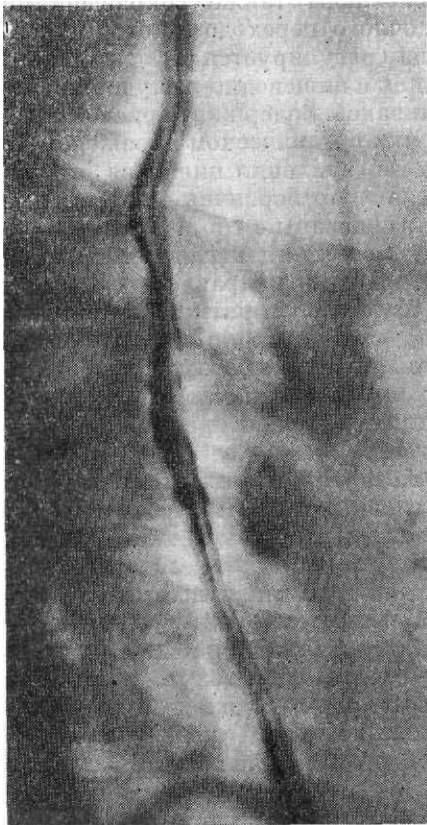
Рентгенограмма пищевода в правой косой передней проекции. Проекционный перекрест складок слизистой пищевода. Некоторая извитость складок слизистой пищевода из-за повышенного тонуса.
